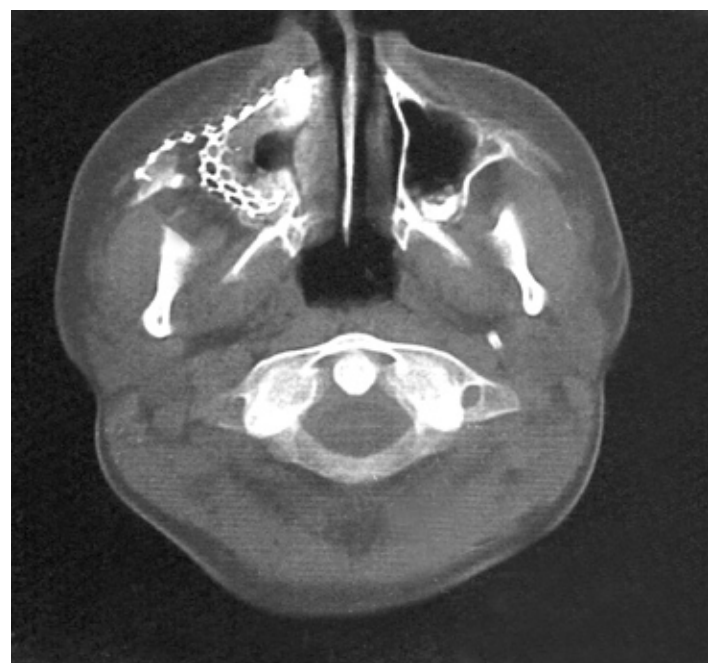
КТ-грамма черепа после использования титановых пластин
